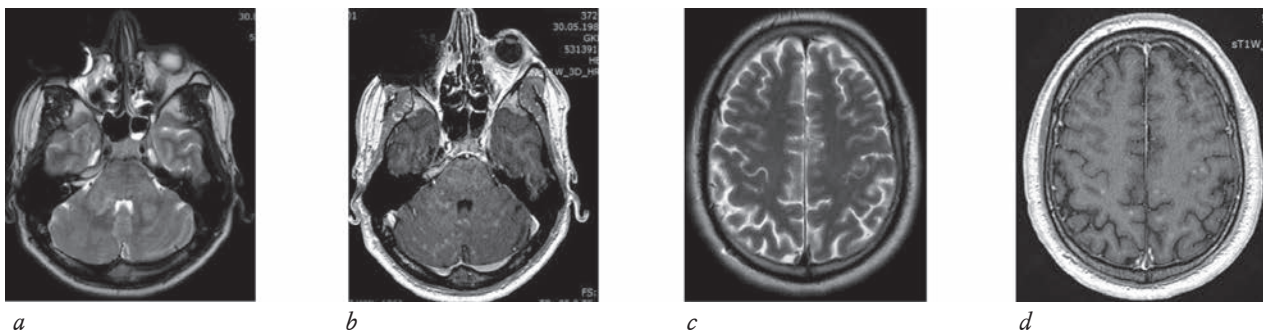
На МРТ головного мозга в аксиальных плоскостях определяются диффузные сливные зоны повышенного МР-сигнала, охватывающие белое вещество варолиева моста, средних ножек и гемисфер мозжечка (а). В субкортикальном белом веществе конвексимальных отделов теменных долей отмечены множественные точечные участки повышенного МР-сигнала, без признаков объемного воздействия (с). На постконтрастных сериях изображений зоны патологических изменений демонстрируют усиление сигнала в виде множественных извитых линий и точек, расположенных вдоль сосудов (b). Супратенториальные изменения также точно контрастируются (d)
